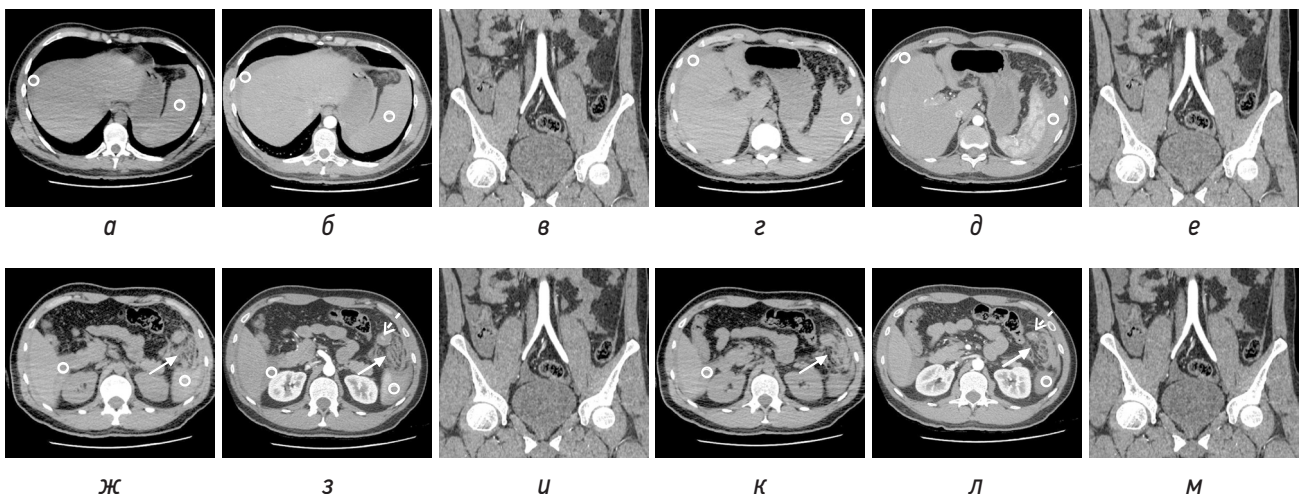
КТ-изображения в аксиальной плоскости в нативную (а, г, ж, к) и артериальную фазу (б, д, з, л), соответствующие секущей линии на изображении в артериальную фазу во фронтальной плоскости (в, е, и, м) на разных уровнях. Гематома в левом верхнем квадранте большого сальника в виде имбиции жировой клетчатки и жидкостного скопления (белая стрелка). Экстравазация из сальниковой артерии (белая пунктирная стрелка). Гемоперитонеум (круг)
